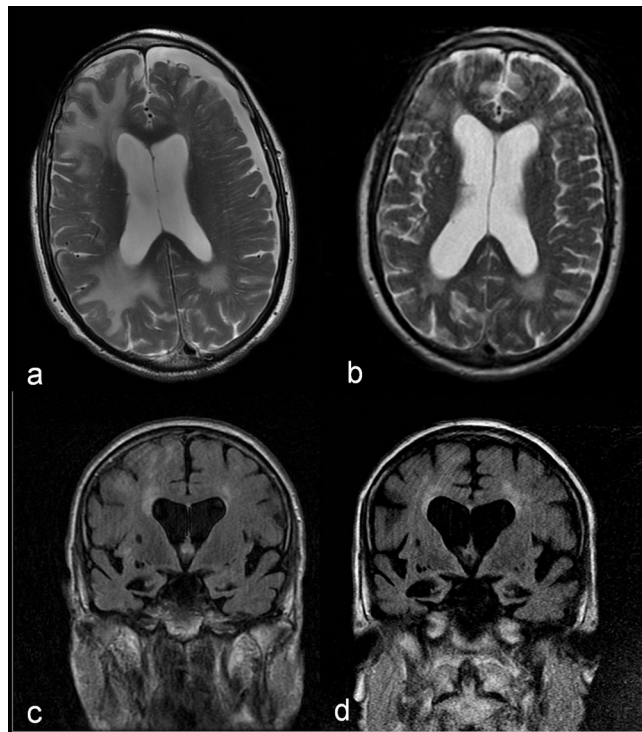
Imágenes comparativas en secuencia T2 axial donde se observa una notable disminución en el tamaño de las lesiones de la sustancia blanca y resolución del higroma subdural entre la RM cerebral realizada en el momento agudo (a) y un mes y medio después (b). Imágenes comparativas en FLAIR coronal que muestran la progresión de la atrofia cerebral y de hipocampos, y la dilatación ventricular secundaria entre la RM cerebral realizada en el momento agudo (c) y 6 meses después (d).
